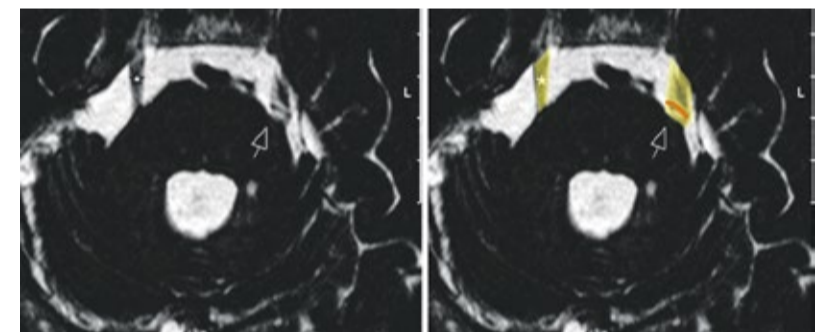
Axiale MRT – T2-Dünnschicht: Gefäßnervenkonflikt am linken Trigeminus in typischer präpontoniner Region (Pfeil), rechts unbedrängter Trigeminus (*)
